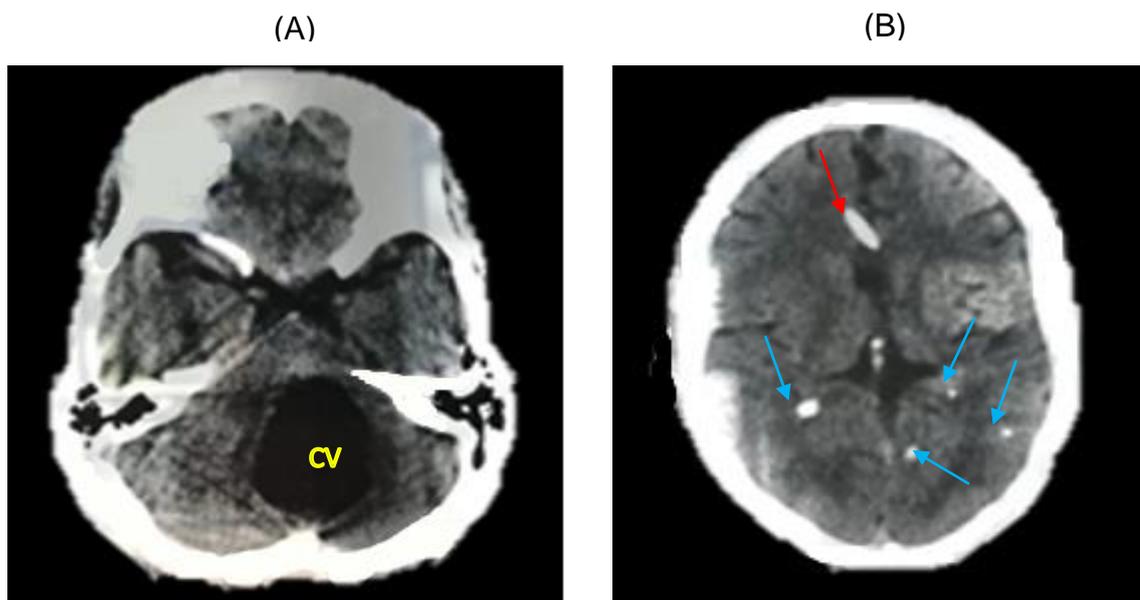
Tomografía axial computarizada sin contraste, (A) muestra cuarto ventrículo (CV) de gran volumen, (B) corte axial muestra múltiples lesiones hiperintensas concordantes con granulomas calcificados (señaladas por flechas azul), además se aprecia una sonda ubicada en la parte frontal derecha (flecha roja), que ingresa hacia uno de los ventrículos laterales.
